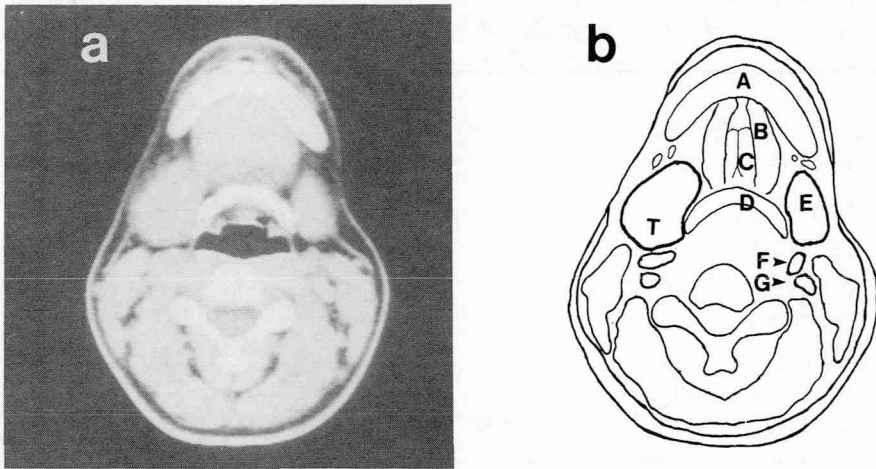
術前CT写真(a)と腫瘍相当部位を示したシエマ(b)
